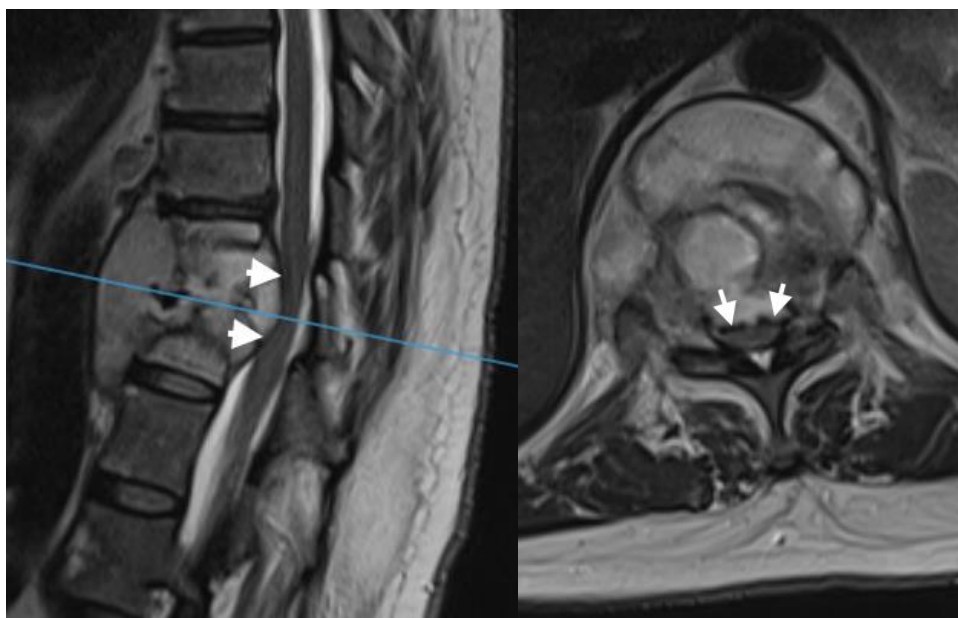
Imagens de Ressonância Magnética da coluna torácica, cortes sagital e axial ponderados em T2, respectivamente. invasão do espaço epidural
